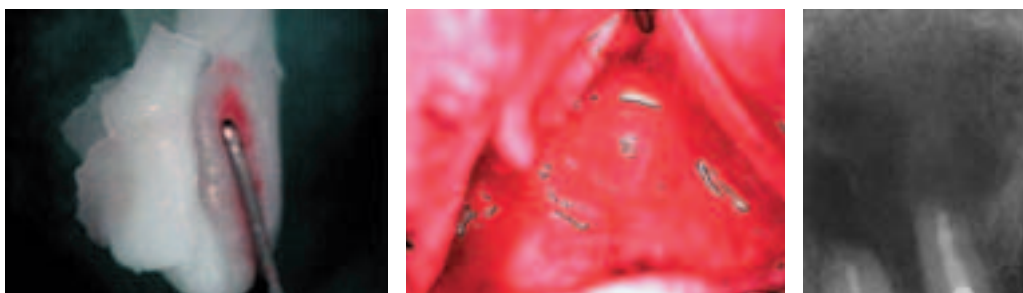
rhBMP-2 auf Trägerkollagen. – Abb. 5: Große zystische Höhle Oberkiefer links mit rhBMP-2 aufgefüllt. – Abb. 6: Röntgenkontrolle Regio 21/22 postoperativ.
